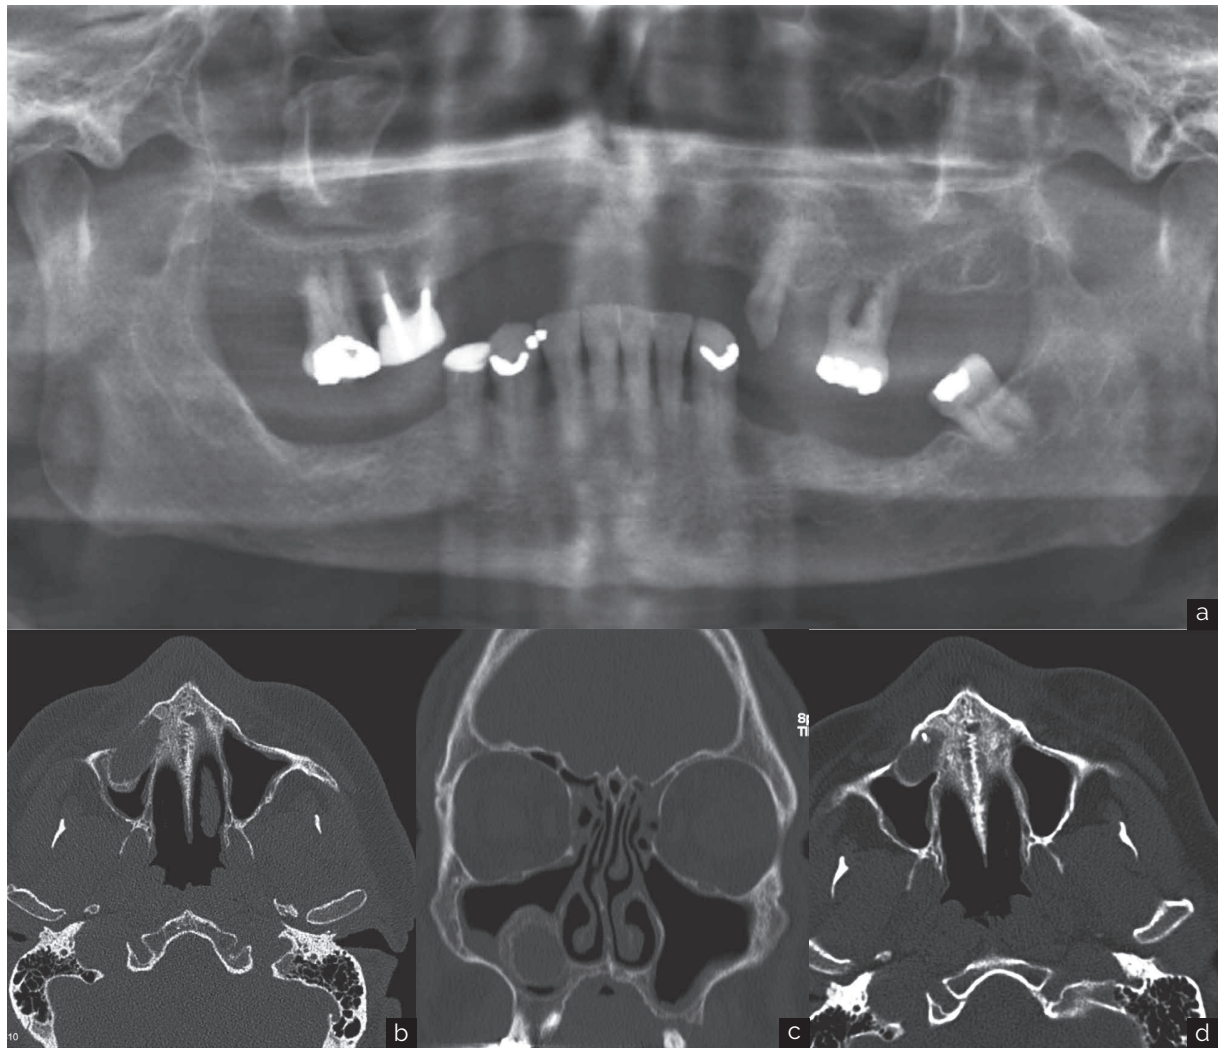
Paciente con una fístula en la región canina superior derecho, inflamación bucal y síntomas de la sinusitis. Menciona que un diente se extrajo en la región hace unos 10 años cuando tuvo síntomas similares. El diagnóstico final fue un quiste residual. (a) Rx panorámica que es difícil de interpretar. (b) La TC con una sección axial que muestra la destrucción ósea bien definida en la región canino superior derecho. (c) Corte coronal que muestra la lesión quística con huesos engrosados alrededor del quiste, inflamación de tejidos blandos se ven en el seno maxilar. (d) La TC axial tomada hace 10 años, cuando el paciente tenía síntomas de la sinusitis. Una lesión quística se ve alrededor de la punta de la raíz del canino superior derecho. El diente se extrae más tarde.
